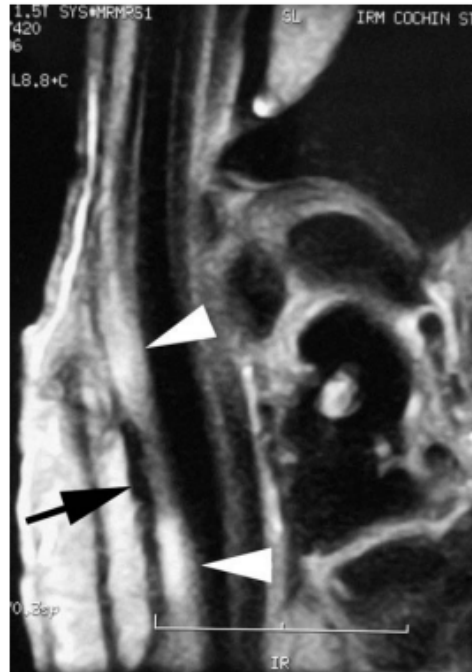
IRM du poignet.
